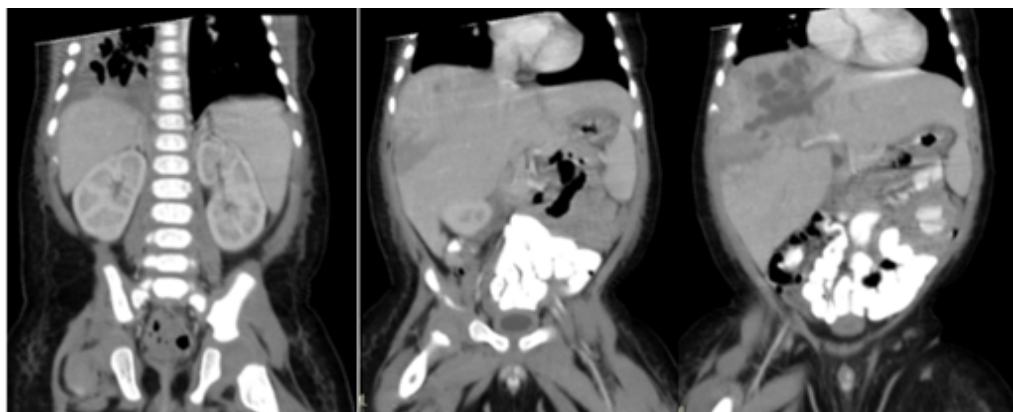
TAC abdominal corte coronal en paciente con hepatoblastoma con metástasis pulmonares.¹³
